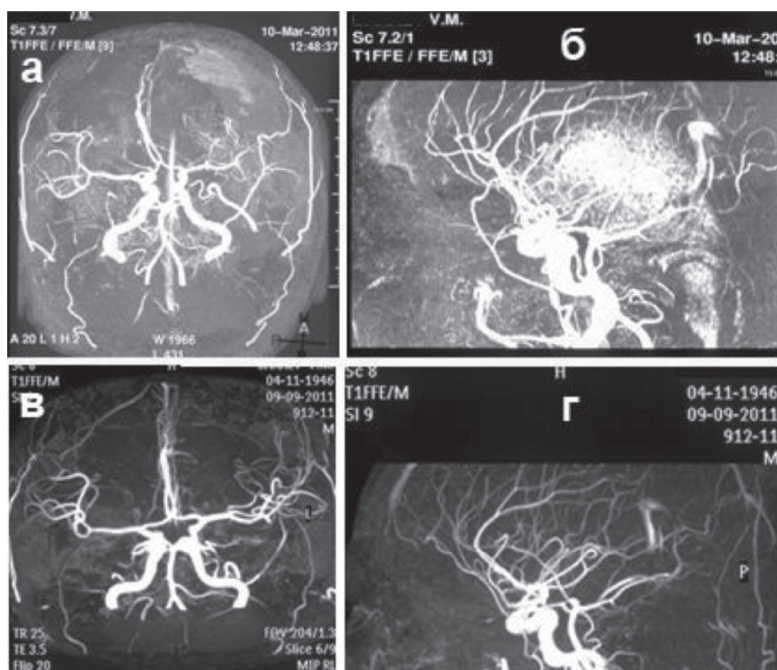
Динамика МРТ-ангиографии у 64-летнего пациента с левосторонней ХСГ: а, б – (прямая и боковая проекции до операции) – видны смещения передних мозговых артерий вправо, уплощение сифона внутренней сонной артерии и сгущение мелких сосудов в зоне наружной капсулы ХСГ; в, г – (прямая и боковая проекции после операции): обычный пробег магистральных артерий мозга
